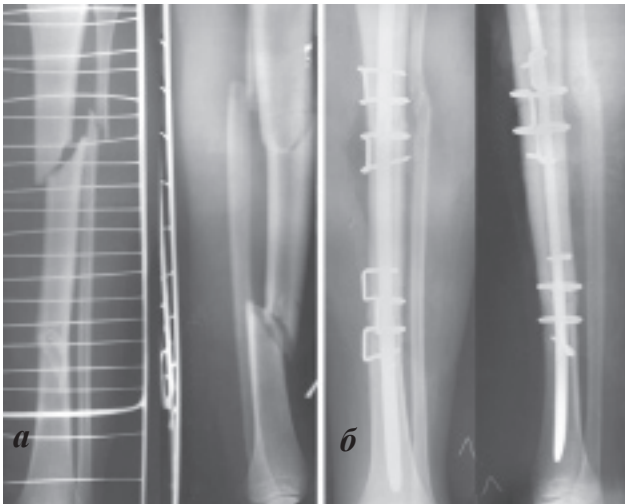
Фото рентгенограмм пациента К., 38 лет, со сложным сегментарным переломом (C2) костей голени. Характер проксимального и дистального переломов диафиза соответствуют типу B2 (клин то сгибания). а – до лечения; б – через 3 месяца после остеосинтеза.
